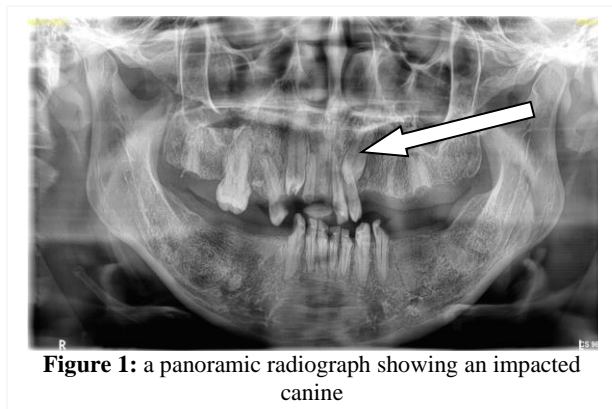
a panoramic radiograph showing an impacted canine
